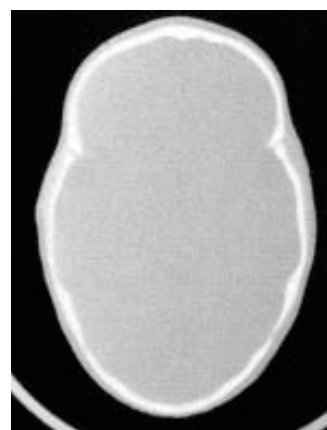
Tomografie computerizată nativă: aspect patognomonic – “craniu în coca de navă”. Din colecția personală Prof. AV. Ciurea
